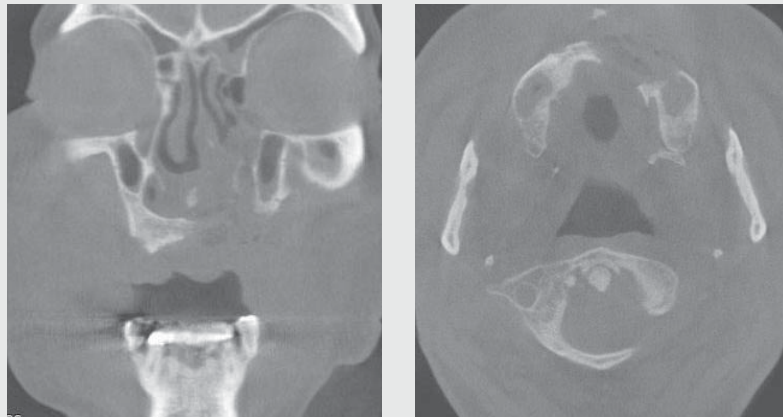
Postoperative CT finding(술후 CT)
